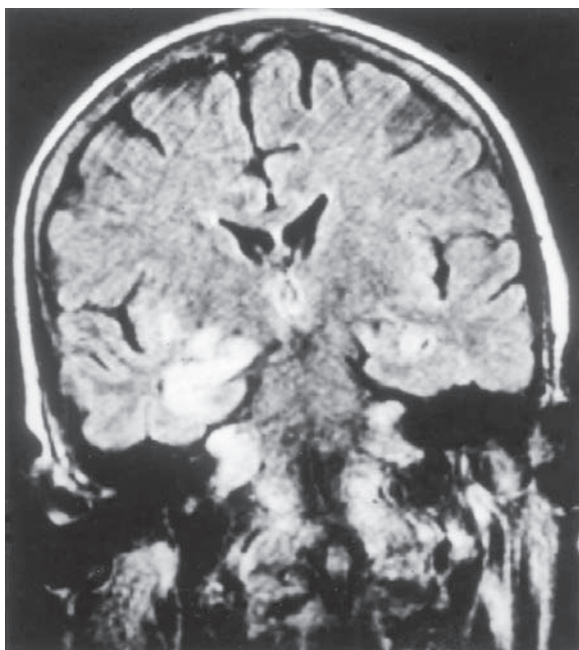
MRI RIAL (FLAIR) coronal de una mujer con "encefalitis límbica" paraneoplásica relacionada con cáncer de pulmón y una pleocitosis ligera pero sin autoanticuerpos detectables. El hipocampo y las regiones adyacentes están afectados. De acuerdo con el criterio patológico, se demostró gliosis e infiltrado inflamatorio mínimo en estas regiones.
